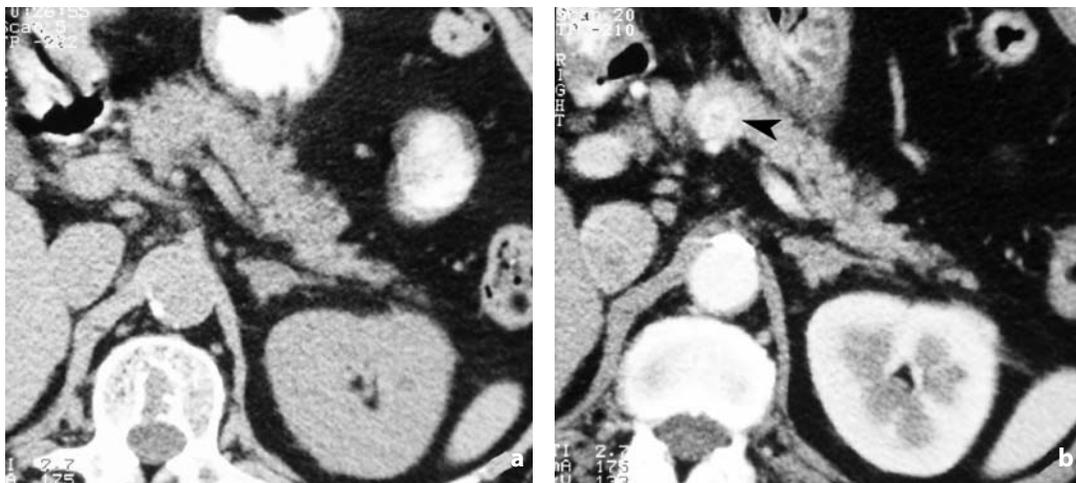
Tomografia computerizzata. Metastasi pancreatiche in esiti di nefrectomia destra. Immagine assiale senza (a) e con mdc, in fase arteriosa (b); in quest'ultima a livello dell'istmo si documenta nodulo ipervascolarizzato (punta di freccia)
